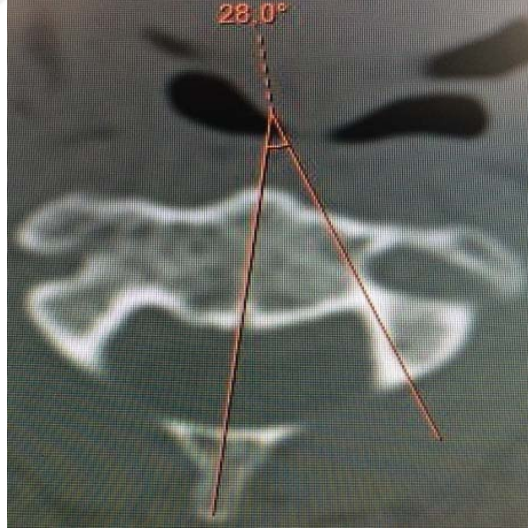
Sol C2 PG (BT aksiyel kesit BT aksiyel kesit)
